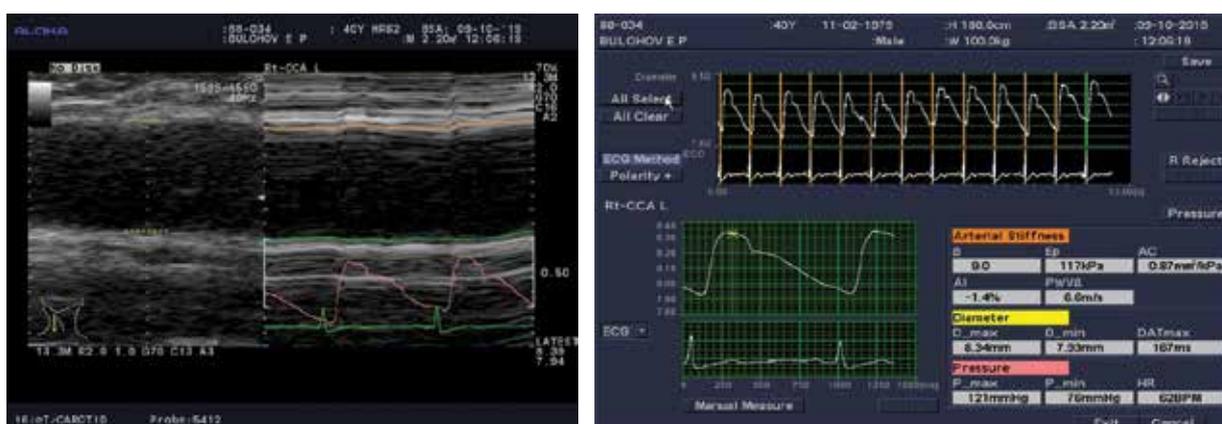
CCA wall motion image and calculated local arterial stiffness and pulse wave indices on the screen, at Aloka ProSound  $\alpha 7$  ultrasound apparatus echo-tracking mode
